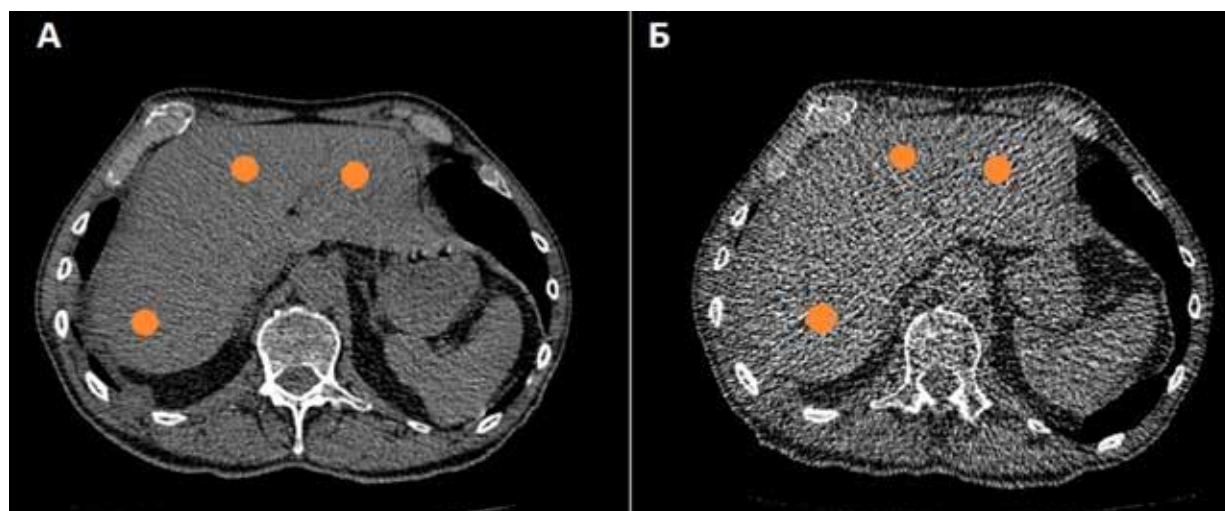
Измерения плотности печени и селезенки на аксиальных срезах. Толщина срезов 1 мм, реконструкции с kernel FC07. А – нативная КТ, выполненная по стандартному протоколу; Б – нативная ультра-НДКТ. Выделенные округлые области отражают область интереса: II, IV и VII-VIII сегменты печени и селезенка.
